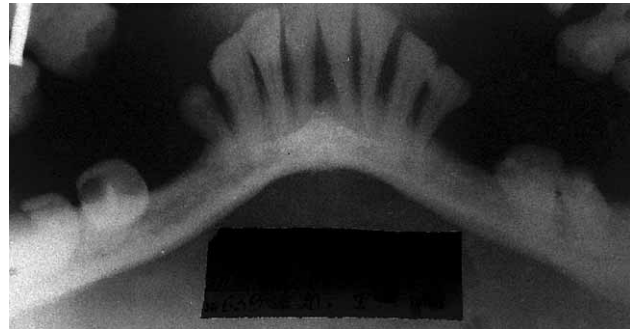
Панорамная рентгенограмма нижней челюсти. Тяжелый пародонтит.
